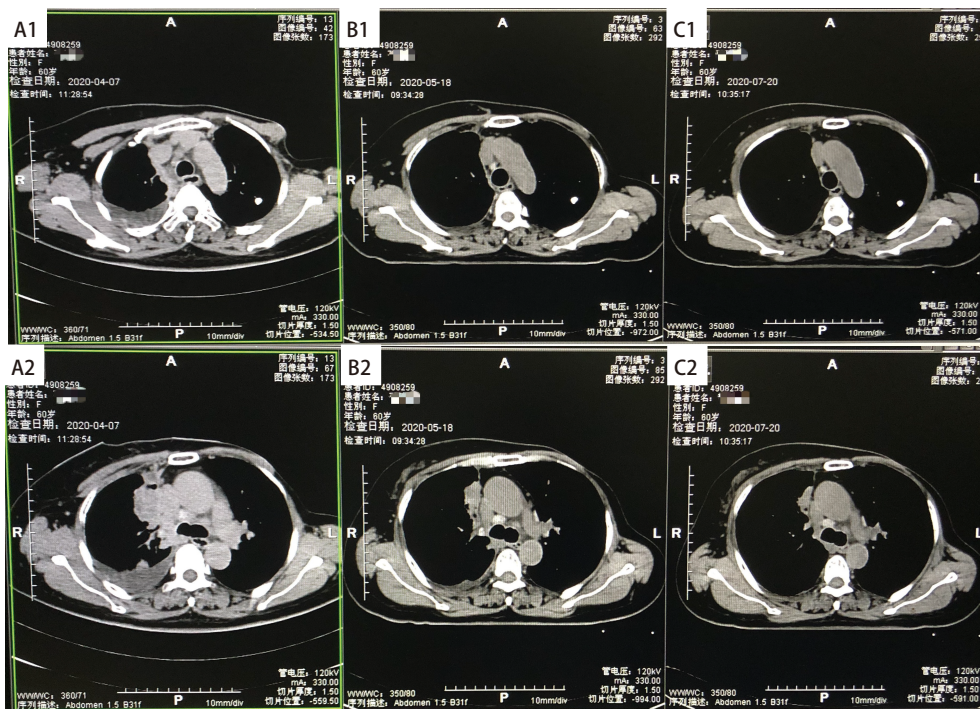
胸部CT扫描图像: A: 2020年4月7日纵隔侧胸膜转移病灶 (A1) 及右肺上叶肿瘤病灶 (A2) ; B: 2020年5月18日纵隔侧胸膜转移病灶较前明显缩小 (B1) 及右肺上叶肿瘤病灶较前明显缩小 (B2) ; C: 2020年7月20日纵隔侧胸膜转移病灶基本消失 (C1) 及右肺上叶肿瘤病灶进一步缩小 (C2) 。
